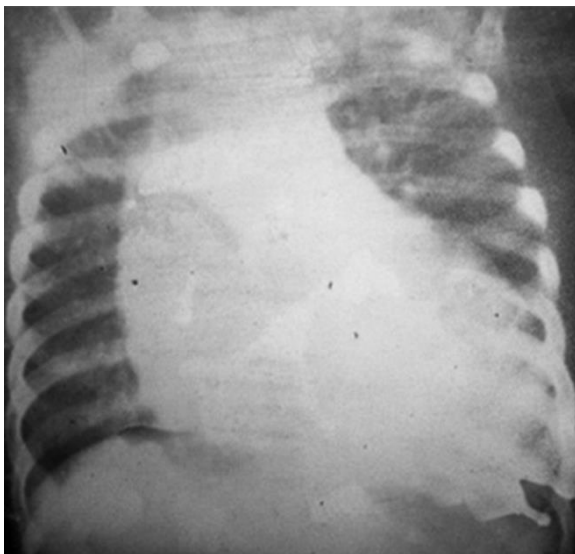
Radiografía de tórax AP.
